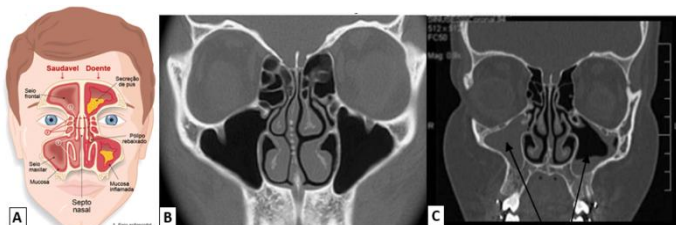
(A) Figura representativa dos seios perinasais (SPN) saudáveis, com todas as cavidades desobstruídas (à esq. da figura), e SPN com cavidades com muco e espessamento das paredes (à dta. da figura). (B) Imagem coronal, por TC, ao nível dos SPN em utente sem qualquer patologia, mostrando todas as cavidades permeáveis e desobstruídas⁴. (C) Imagem coronal, por TC, ao nível dos SPN, mostrando os seios maxilares (setas pretas) parcialmente preenchidos por muco (à dta. figura) e totalmente preenchidos por muco (à esq. da figura)⁴.
